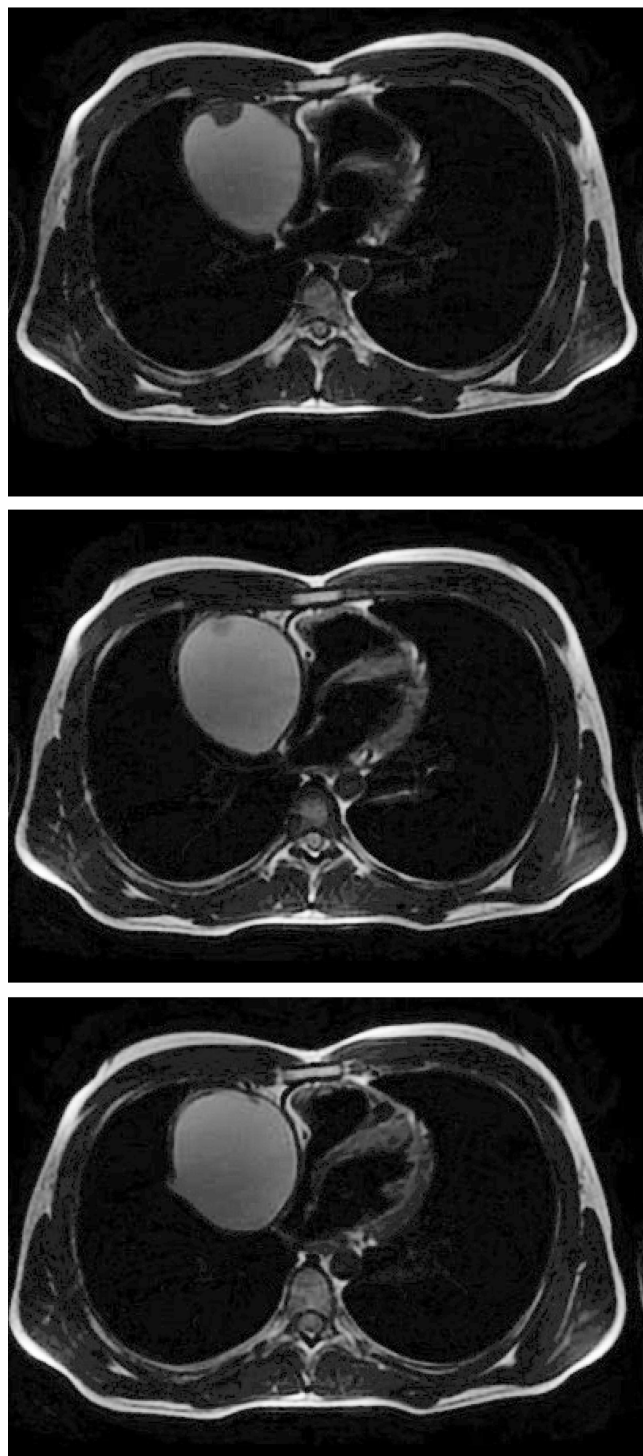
Серия аксиальных T1 взвешенных МР томограмм грудной полости, выполненных в последовательности Double IR. Справа от сердца визуализируется округлое образование имеющее капсулу с внутренними разрастаниями. Содержимое однородное с повышенным сигналом. Правое предсердие значительно сдавлено без признаков инвазии.
